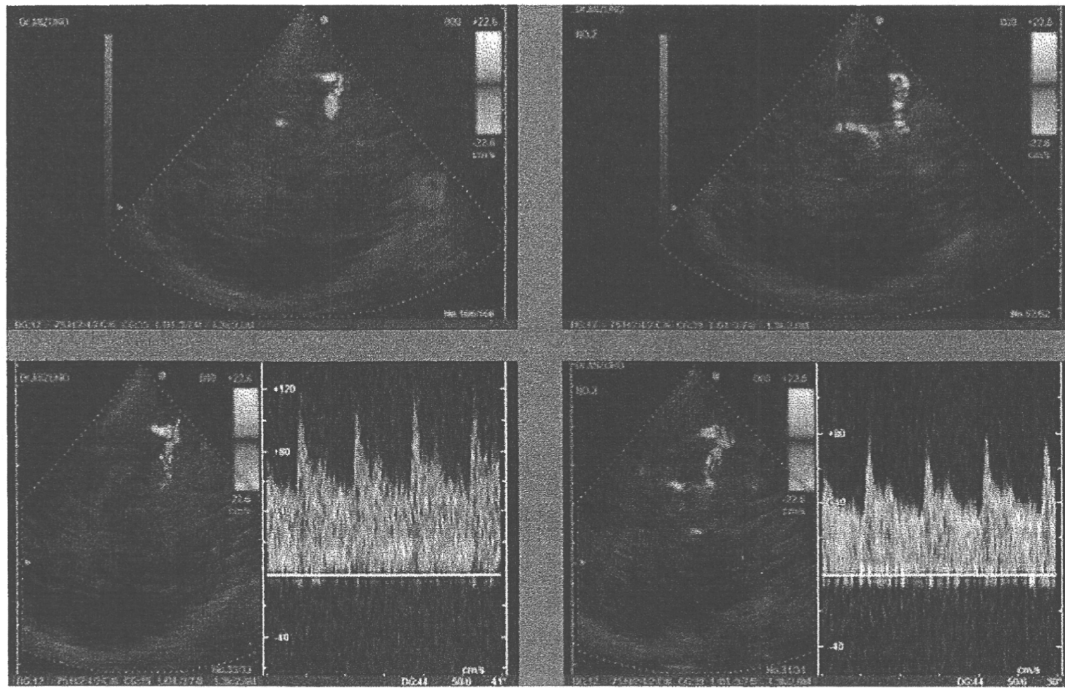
A color flow image and a Doppler spectrum of a human brain obtained by the prototype (right) and conventional-structure (left) transducer.
